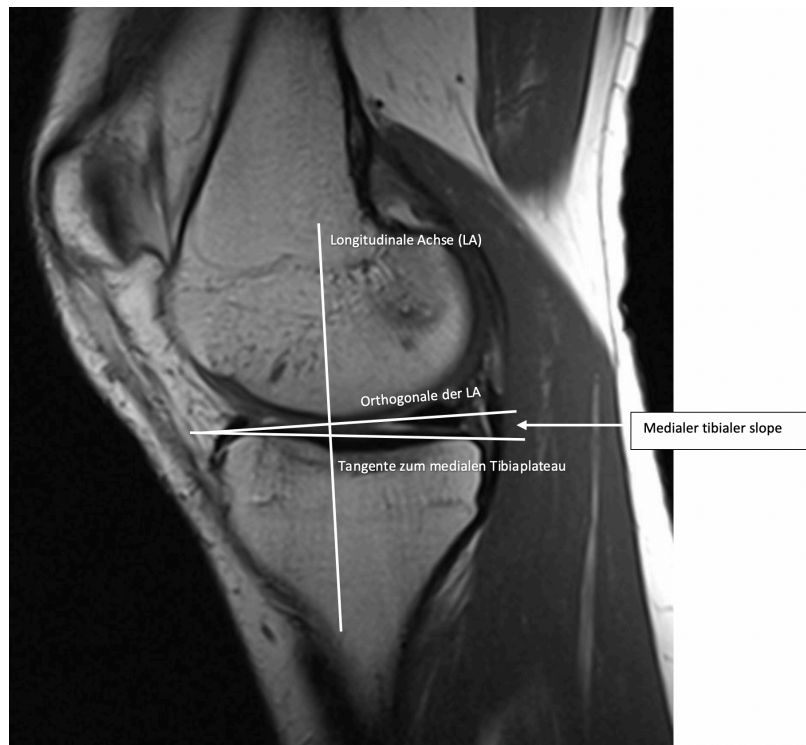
Bestimmung des medialen tibial slopes anhand eines sagittalen MRT-Schnittbildes
